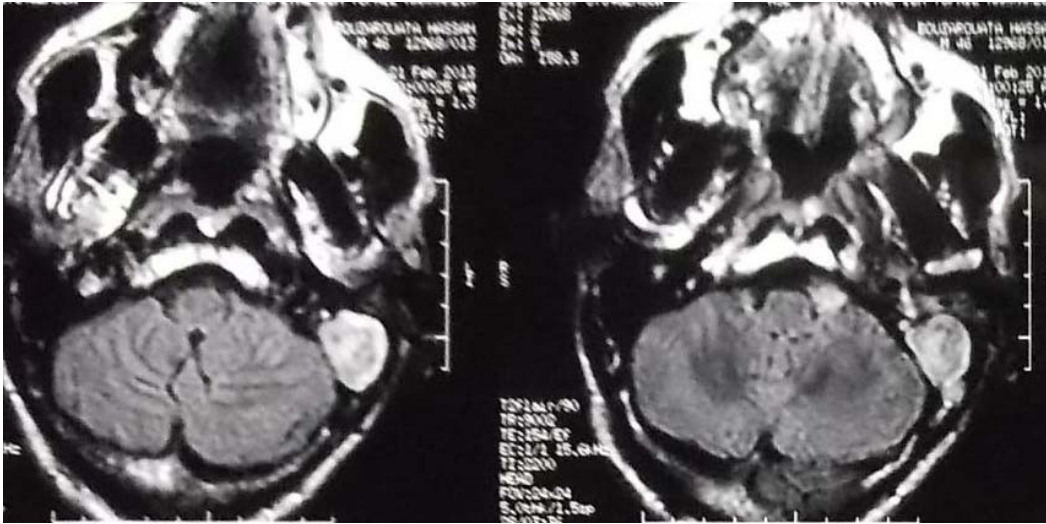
IRM coupe axiale en objectivant un comblement responsable d'une lyse mastoïdienne refoule et arrive au contact de l'hémisphère cérébelleux gauche sans extension intra parenchymateuse.
